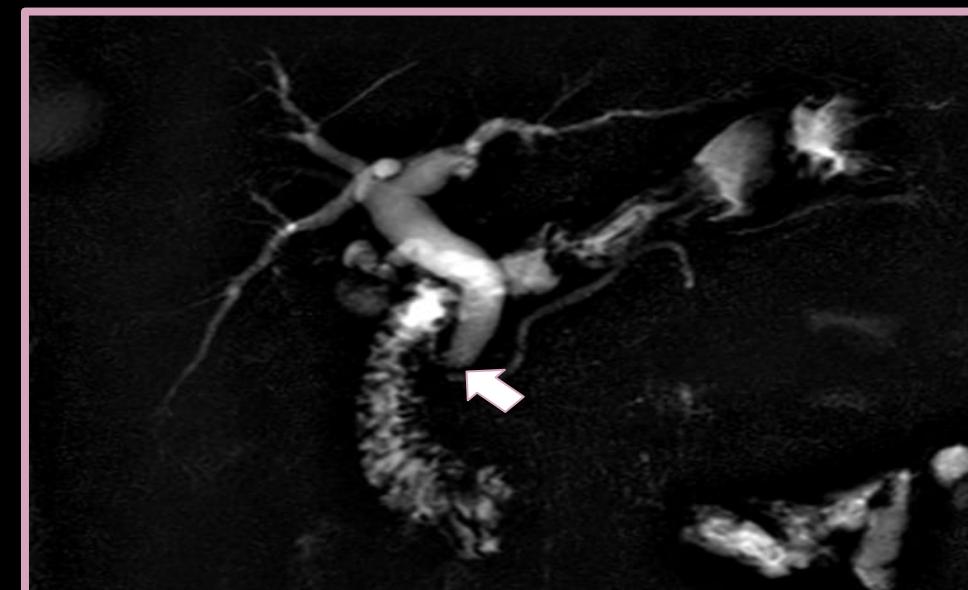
Colangio RM donde se evidencia dilatación de la vía biliar con defecto de relleno a nivel de la papila
